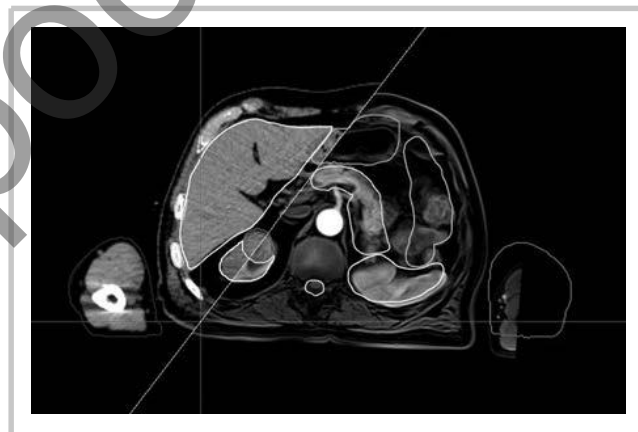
Наложение МРТ-изображения на КТ-разметочные сканы для уточнения топографического расположения при оконтуривании мишени облучения и критических органов.
